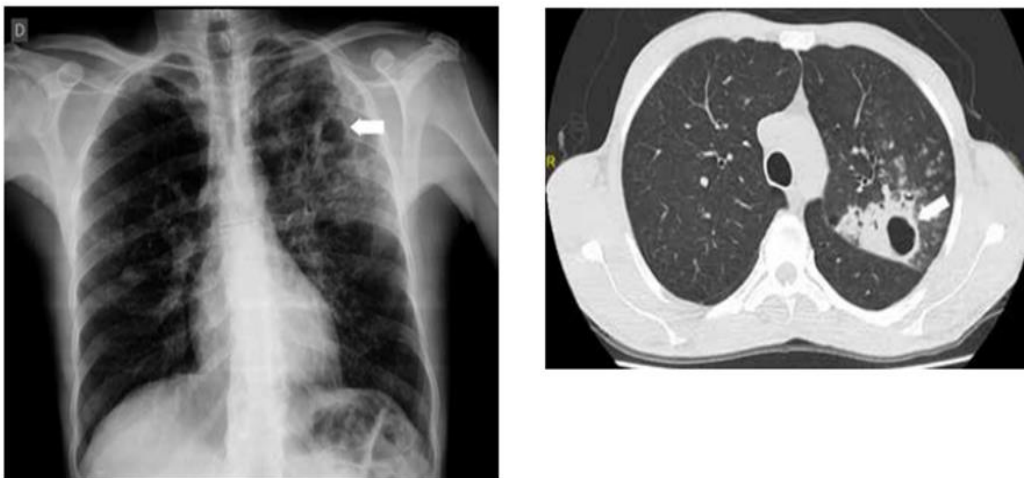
muestra una consolidación pulmonar (+1) cavitada (+1), señalada con una flecha blanca. En la TC se puede identificar la misma consolidación cavitada (+2) (flecha blanca) en lóbulo superior izquierdo.
